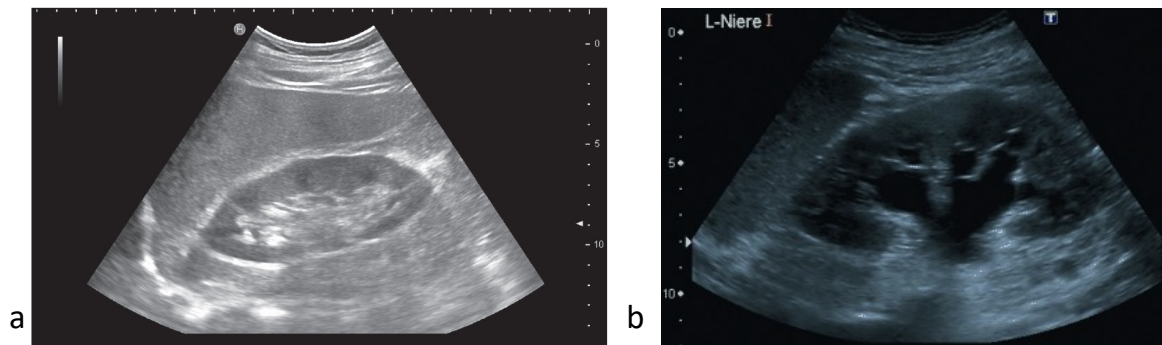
Nierensonographie. a Normalbefund einer rechten Niere, b Harnstau II. Grades einer rechten Niere
